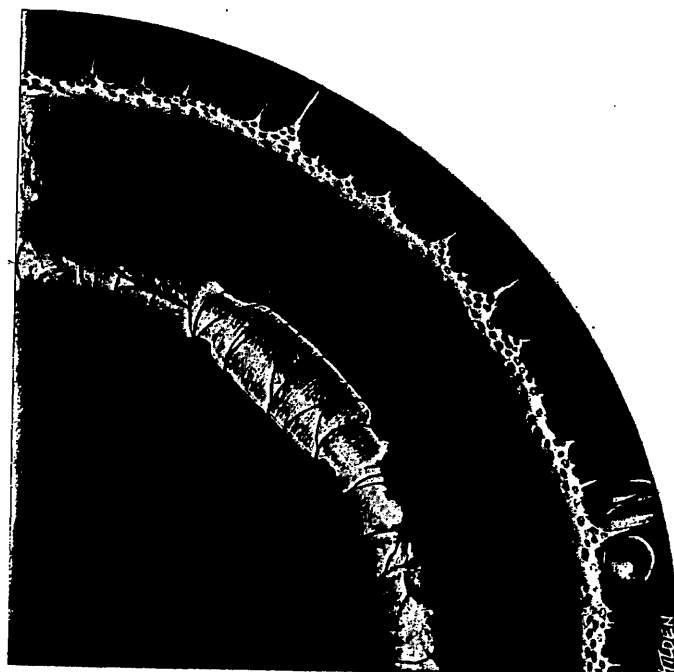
Erosion by polyethylene tube. Erosion through choroid extends from 1:30 to 5:30 o'clock; choroidal hemorrhages are visible. Peripheral retinal detachment caused by two small retinal breaks. Ends of tube join at 7:30 o'clock. (TC 15,472)
